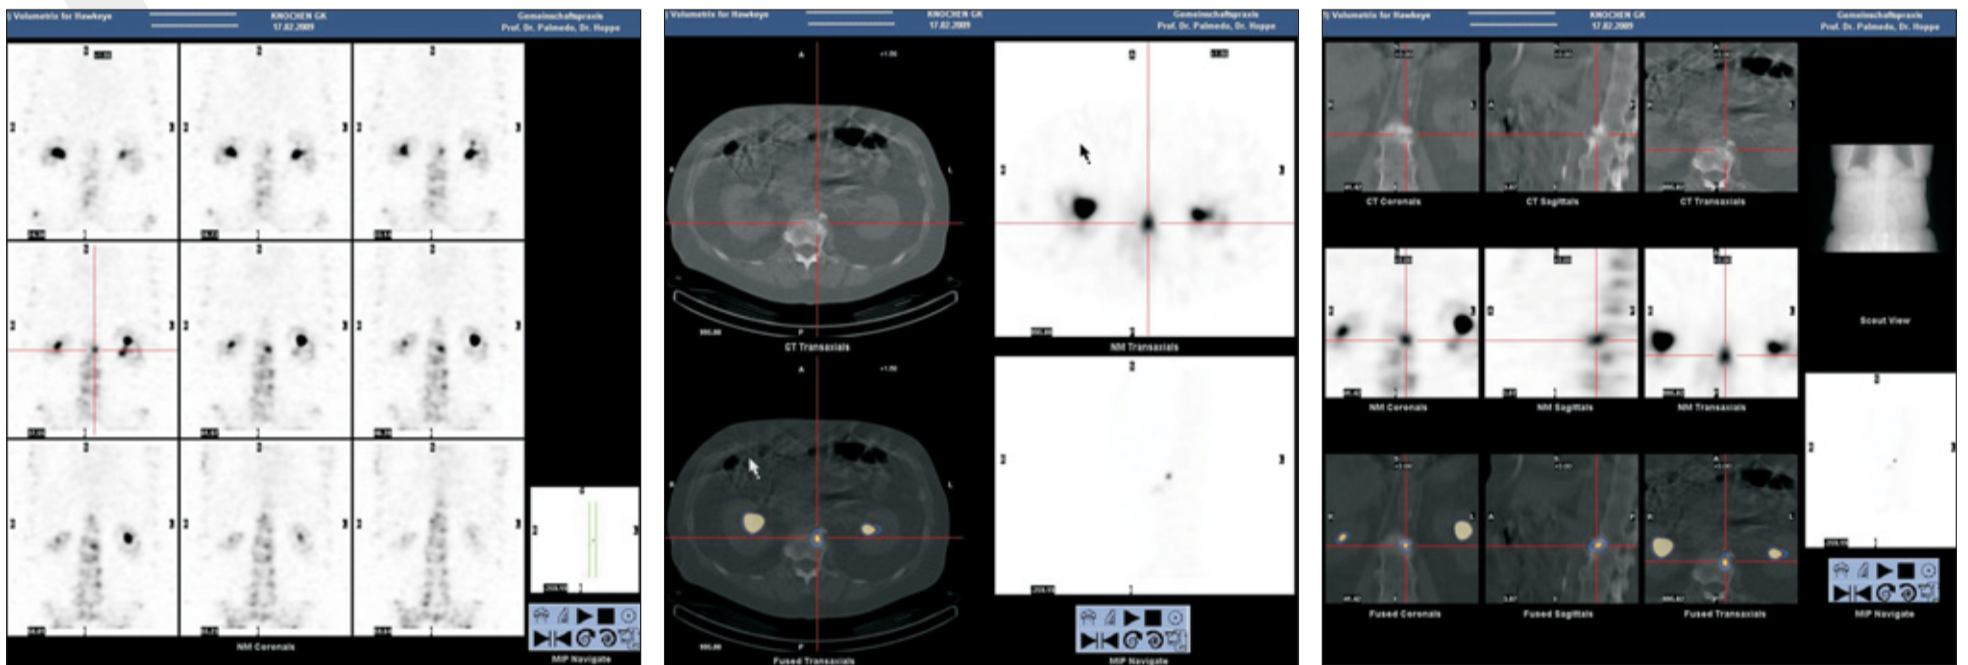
Fallbeispiel. Patientin mit Erstdiagnose eines Mammakarzinoms im Rahmen des Primärstaging. Die konventionellen SPECT-Aufnahmen zeigen einen metastasensuspekten Befund in der unteren Hälfte des ersten Lendenwirbelkörpers links paramedian. Im SPECT-CT lässt sich der Befund auf osteophytäre Randkantenausziehungen projizieren, die eindeutig degenerativer Ursache sind.
